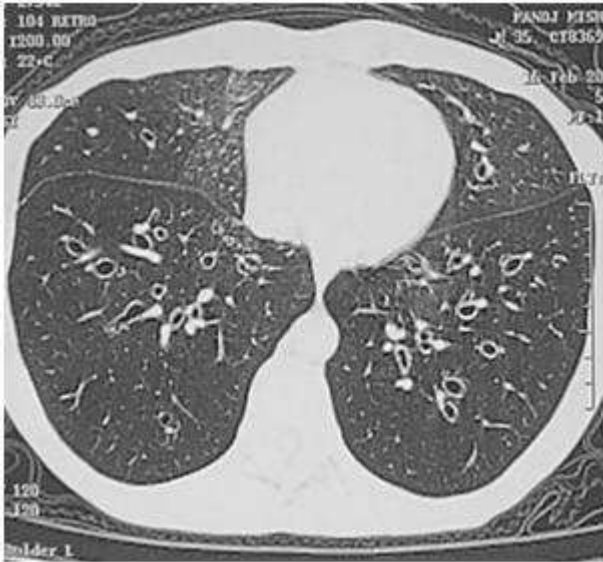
Комп'ютерна томограма. Бронхоектатична хвороба.
